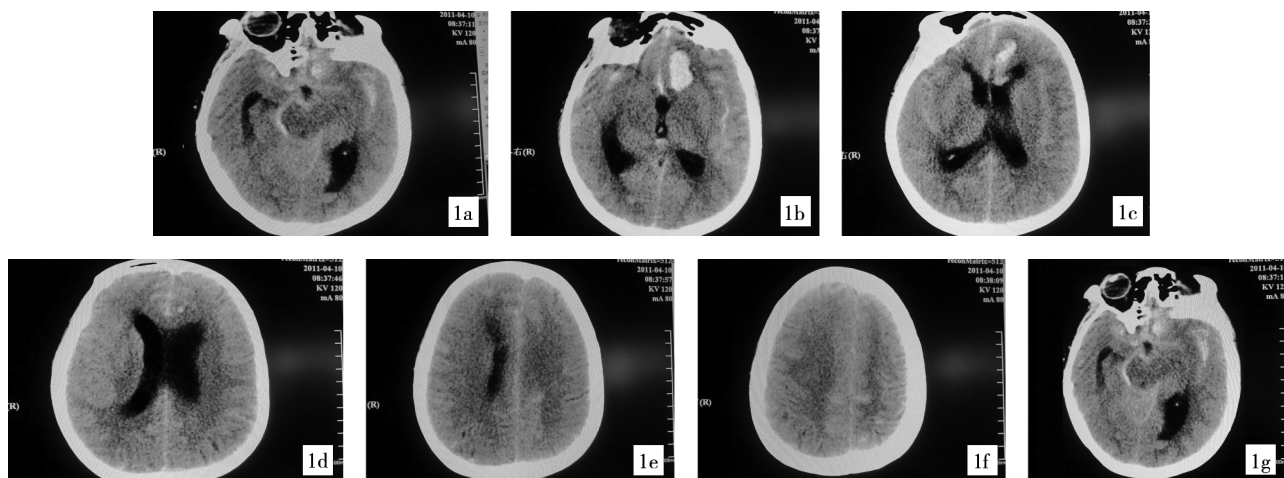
患者术后 8 min 头颅 CT 检查结果(按顺序排列)
